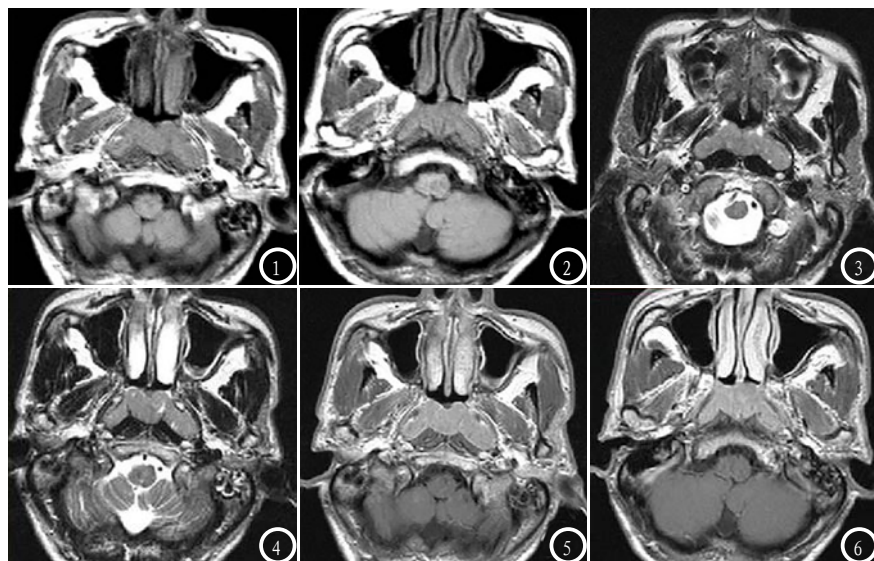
MRI T₁WI轴位图像显示鼻咽部软组织弥漫增厚,信号稍高于周围肌肉组织;图3-4 MRI T₂WI轴位图像显示病变呈稍高信号,信号不均匀;图5-6 MRI增强扫描T₁WI病变明显均匀强化。
